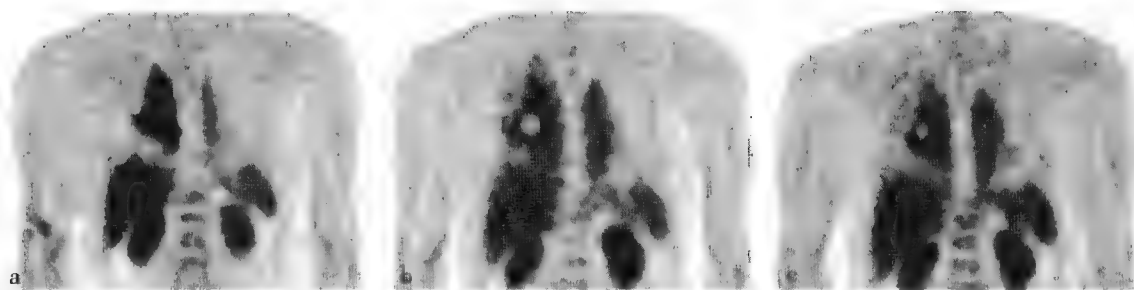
^{18}F -FDG PET显像评价肺癌射频消融疗效
